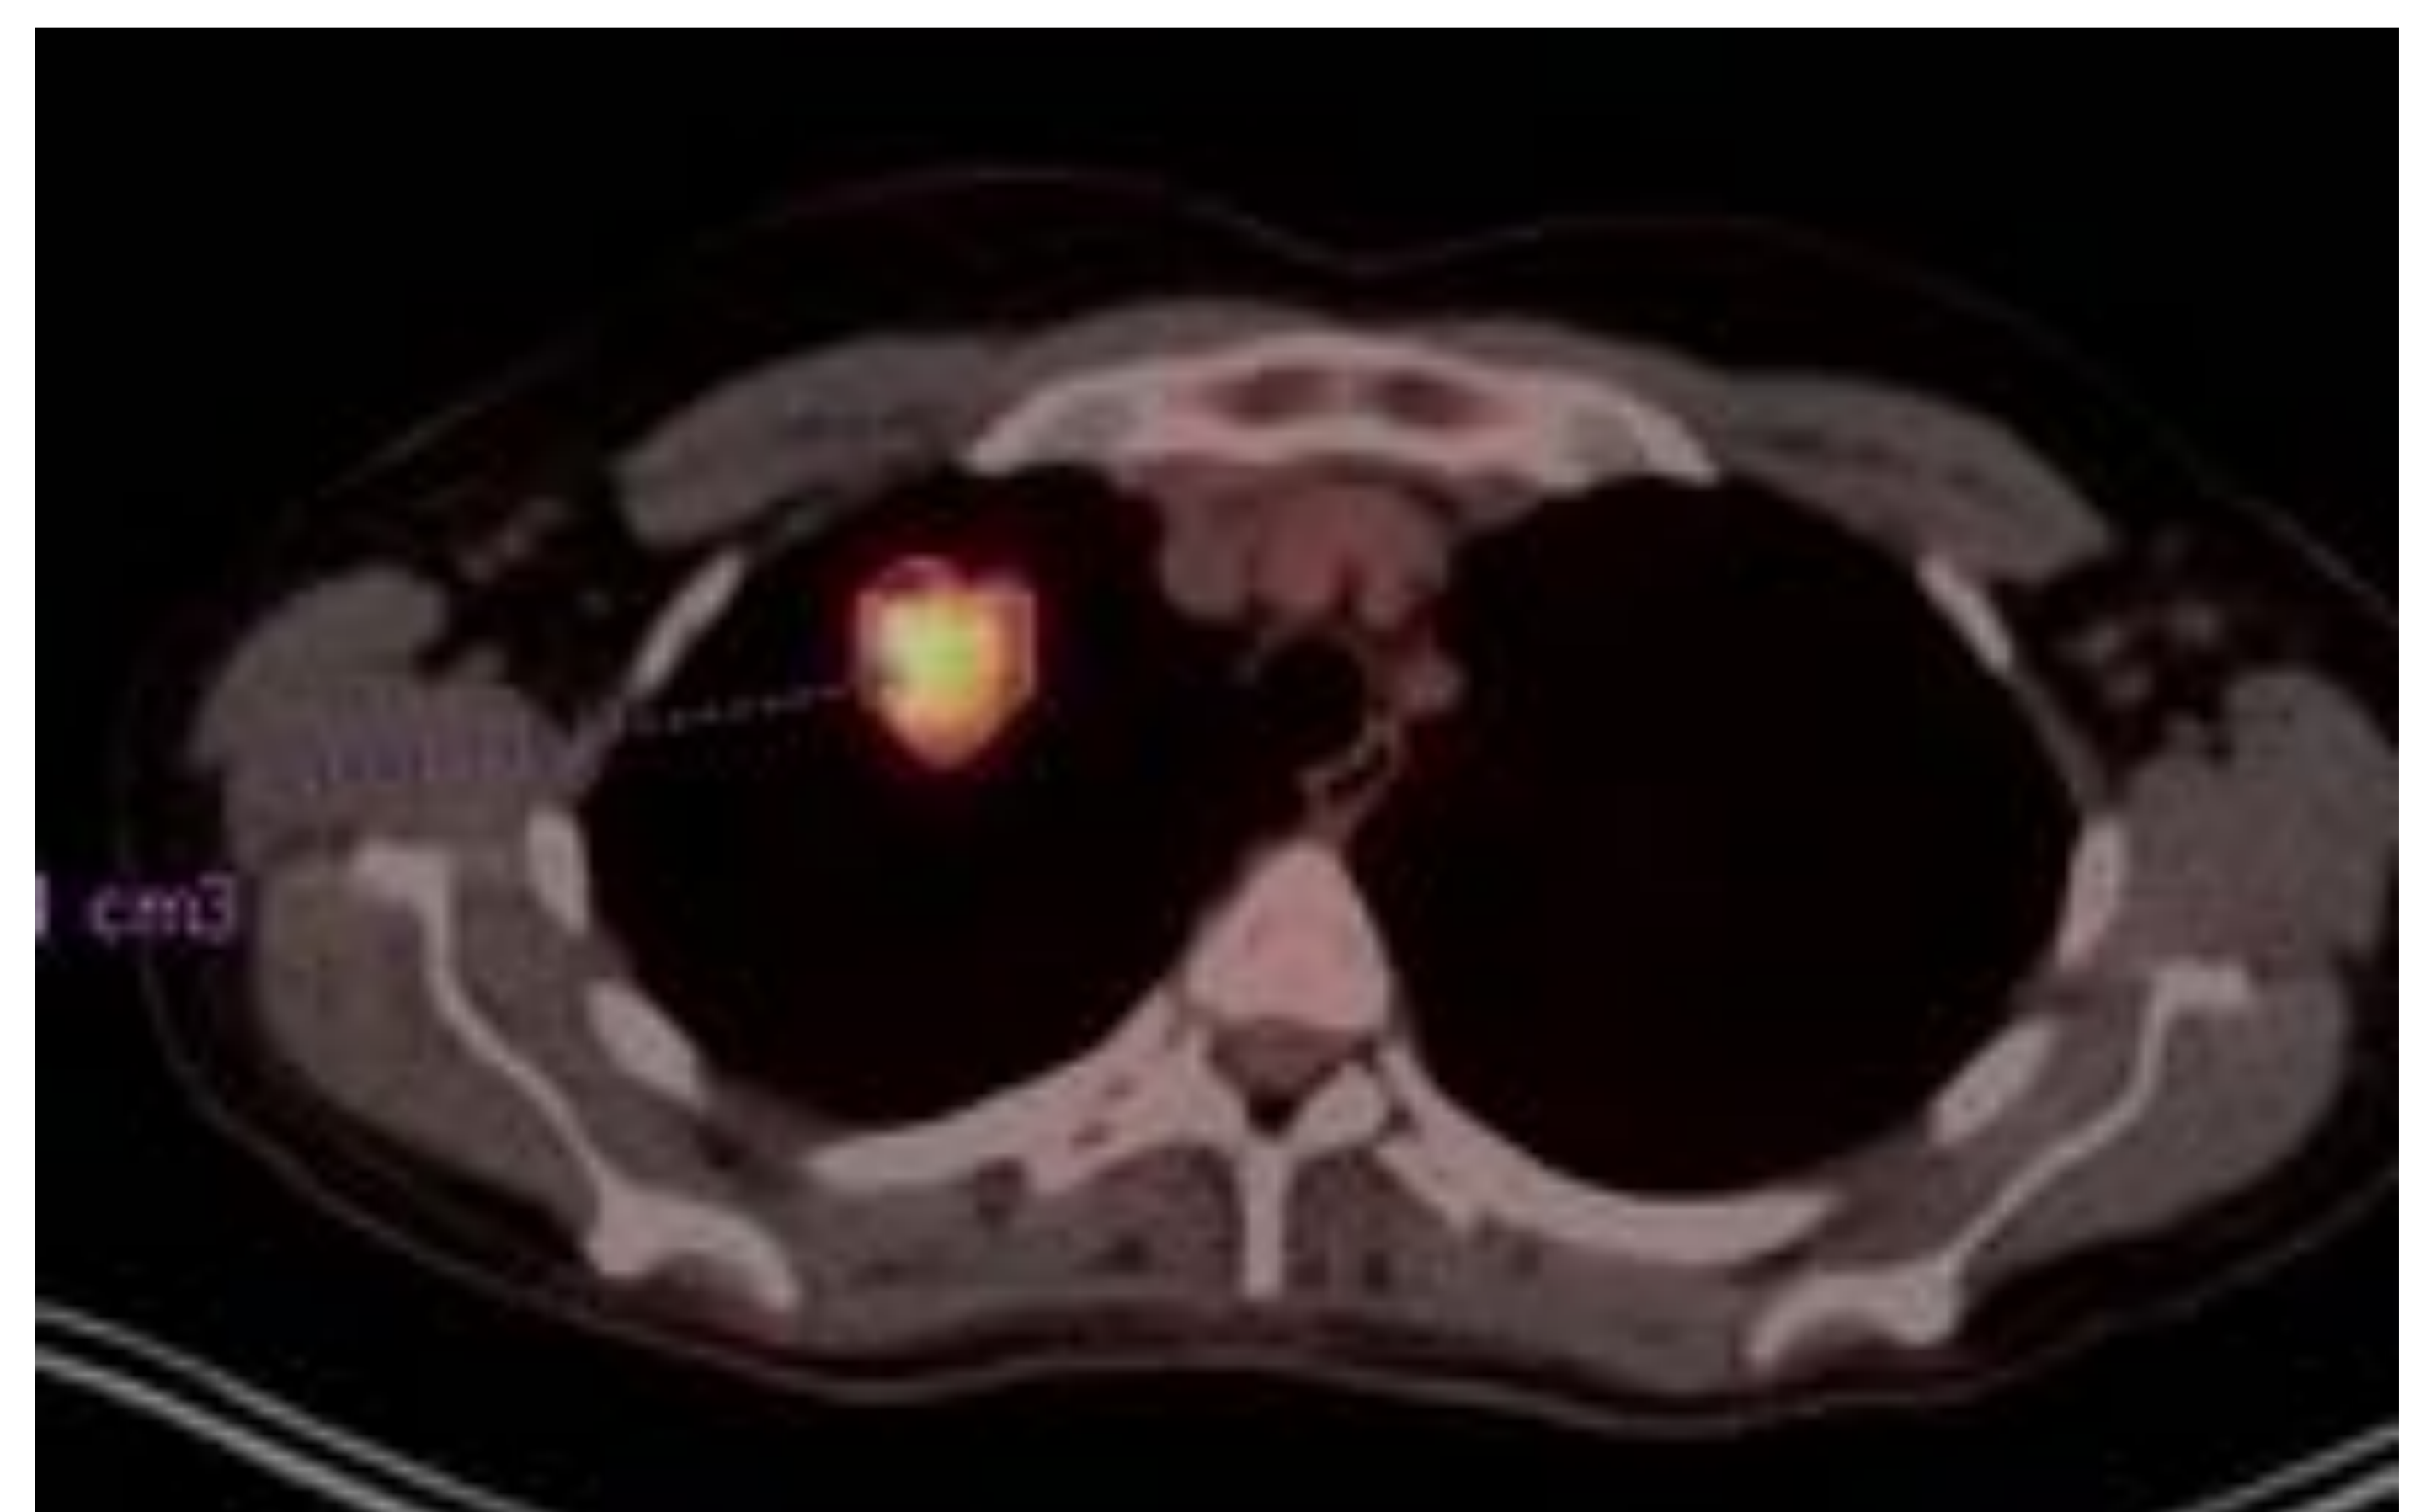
Adenocarcinoma de pulmón en lóbulo superior derecho. A) , B), C) y D) sucesivas radiografías de tórax posteroanteriores. Aparición y crecimiento de un nódulo en campo superior derecho. Riesgo de malinterpretar como cambios degenerativos- hipertróficos en primera articulación costochondral. E) TC tórax coronal, nódulo pulmonar espiculado sospechoso en LSD. F) PET-TC axial, demuestra captación patológica compatible con malignidad.
